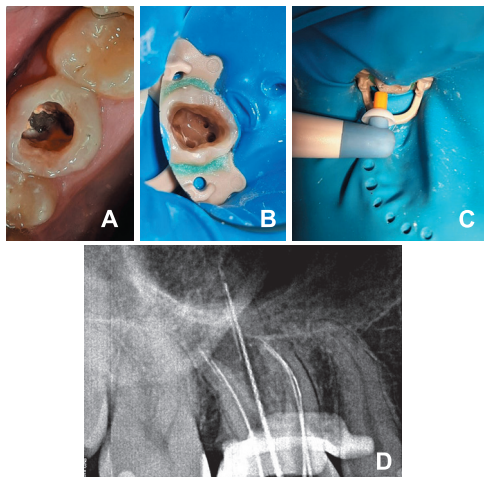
(А) фрагмент инструмента в устье МБ II после снятия старой пломбы (стрелка), (В) устья 4-х корневых каналов после распломбировки, (С) обработка корневого канала с помощью EndoActivator, (D) прицельная рентгенограмма на этапе распломбировки
